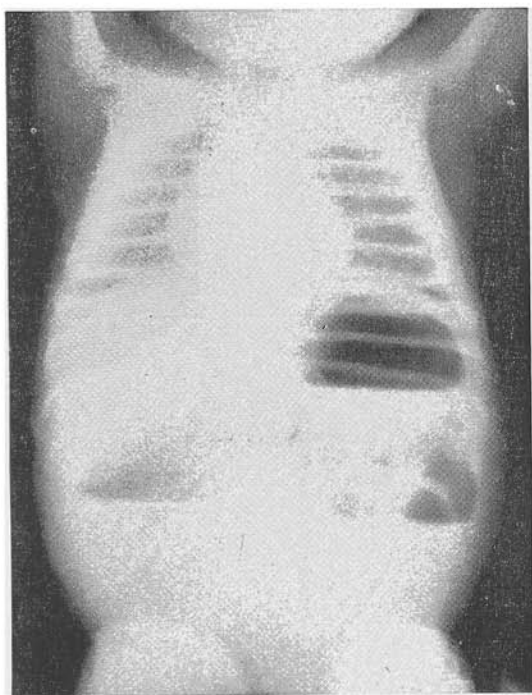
Atresia de jejuno. Obstrução mecânica.* Radiografia em posição sentada. Grande bôlha gástrica e numerosos níveis líquidos, encimados por cúpulas gasosas pequenas e por uma maior à direita. Devido à amplitude desta última bôlha, foi feito um enema para se afastar a possibilidade do cólon estar também comprometido.
